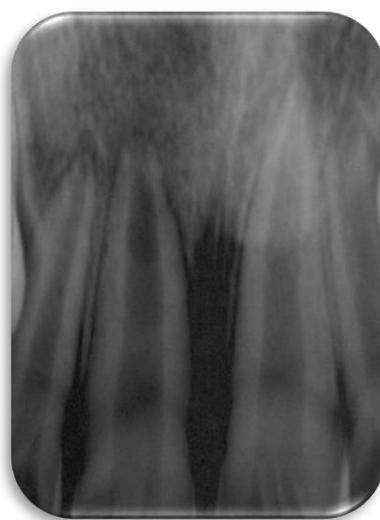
Radiografia periapical do dente 11.
